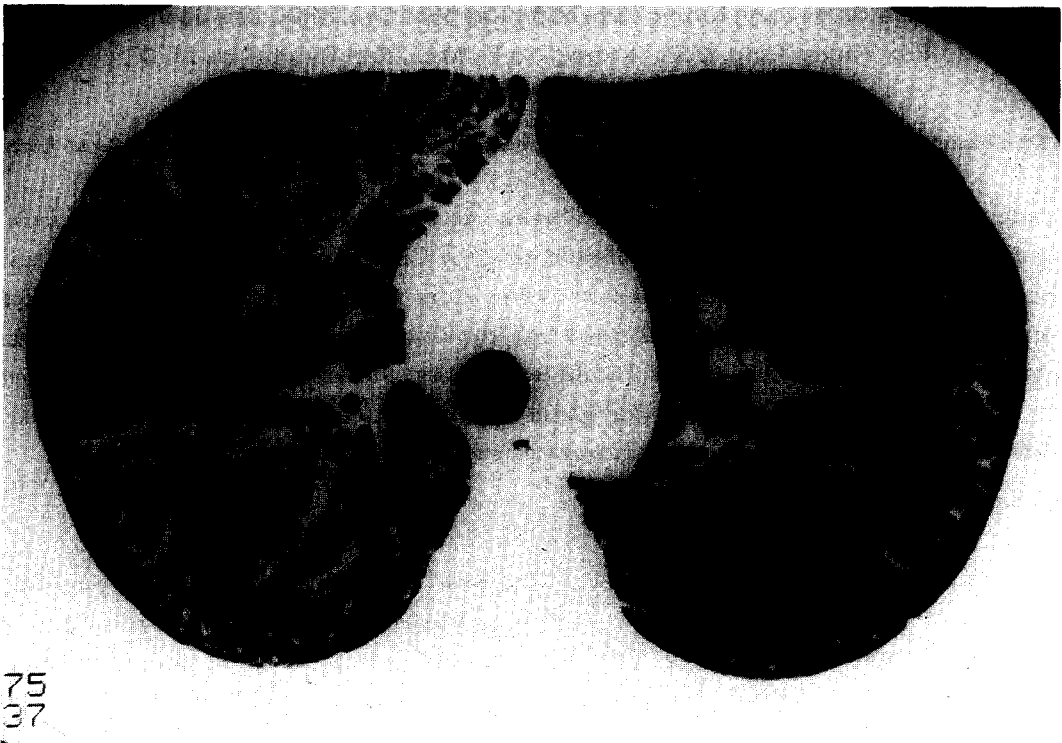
High resolution CT scan shows thickening of peribronchovascular interstitium and linear and small nodular opacities
